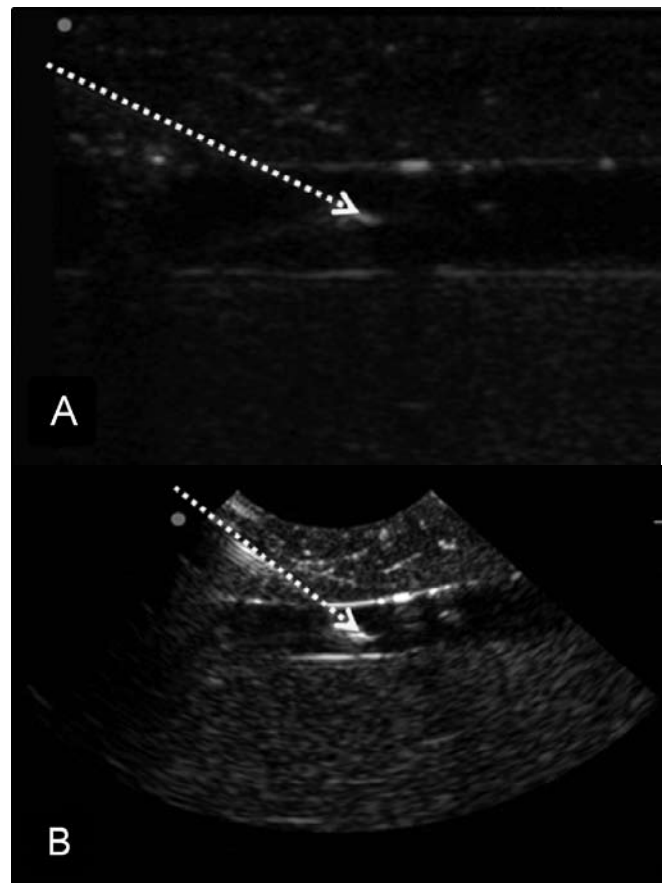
A - Incidência longitudinal (modelo experimental de punção) utilizando transdutor linear (vascular); B - Transdutor micro-convexo (setorial ecocardiograma).
